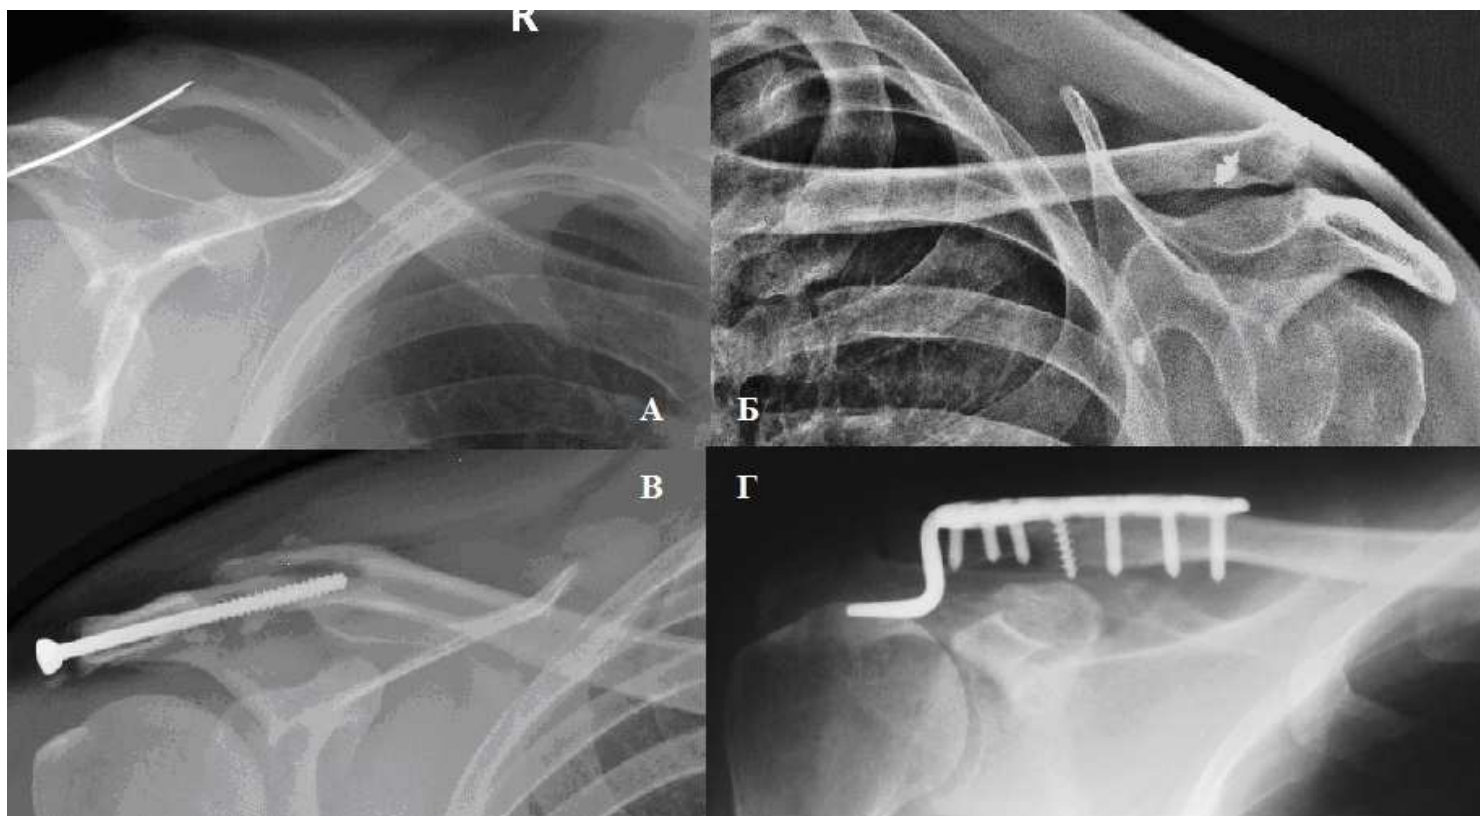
Серия рентгенограмм пациентов “ревизионной” группы, с различными методами реконструкции АКС: а) – методом Watkins-Carpan; б – анкерными фиксаторами; в – вариация Bosworth; г – с использованием Hook plate. Цель иллюстрации – показать вариабильность миграции имплантата с отчетливо заметными признаками резорбции кости (см. рис. 3)
